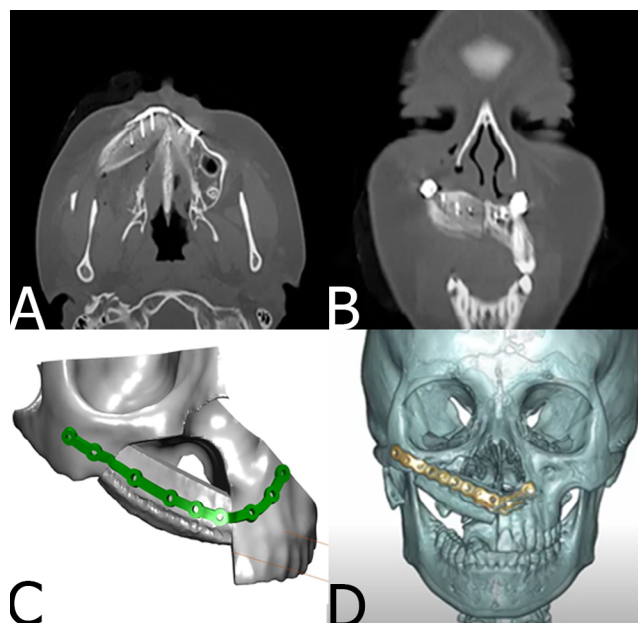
Tomografía de control versus planificación 3D. A: corte axial y coronal de tomografía computarizada que muestra posición de injerto óseo. B: reconstrucción 3D con software ProPlan CMF™. C: reconstrucción de postoperatorio inmediato donde se observa posición de placa acorde con planificación digital.
